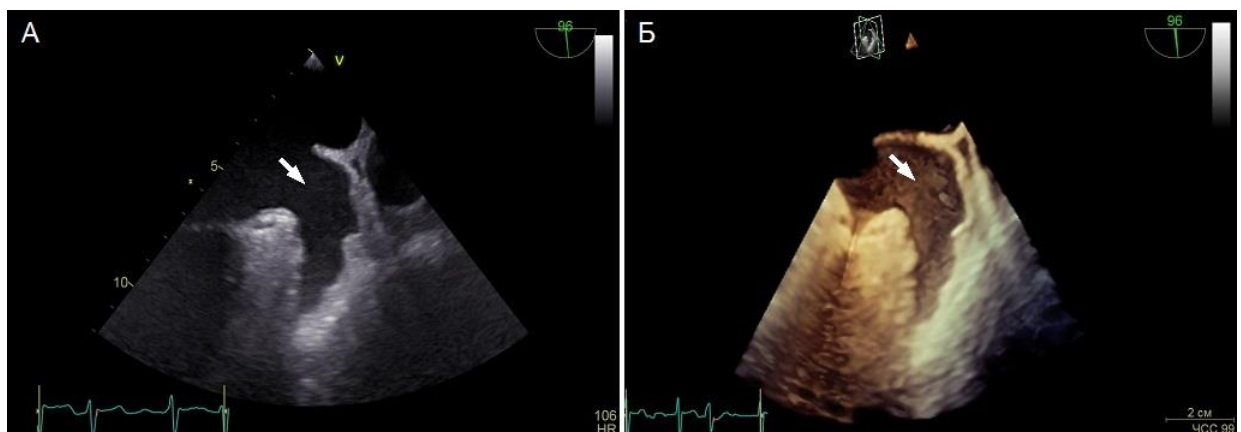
Ушко левого предсердия (указано стрелкой) при двухмерной (А) и трехмерной (Б) чреспищеводной эхокардиографии. Тромбов в ушке левого предсердия нет
